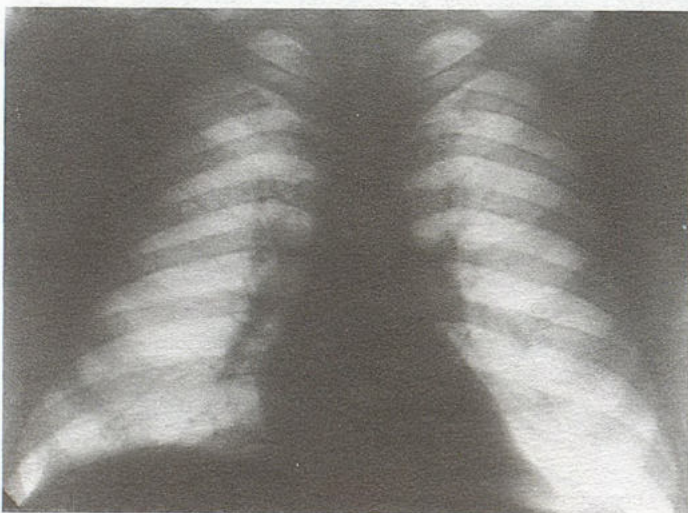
Рентгенограмма грудной клетки 20.01.2000 г.
